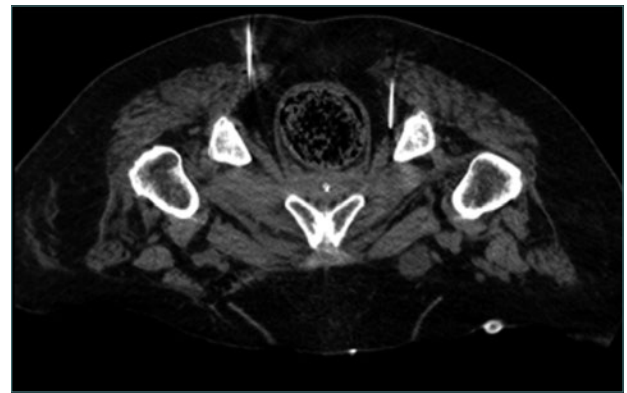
Imagen de TC a la altura del canal pudendo (canal de Alcock).
